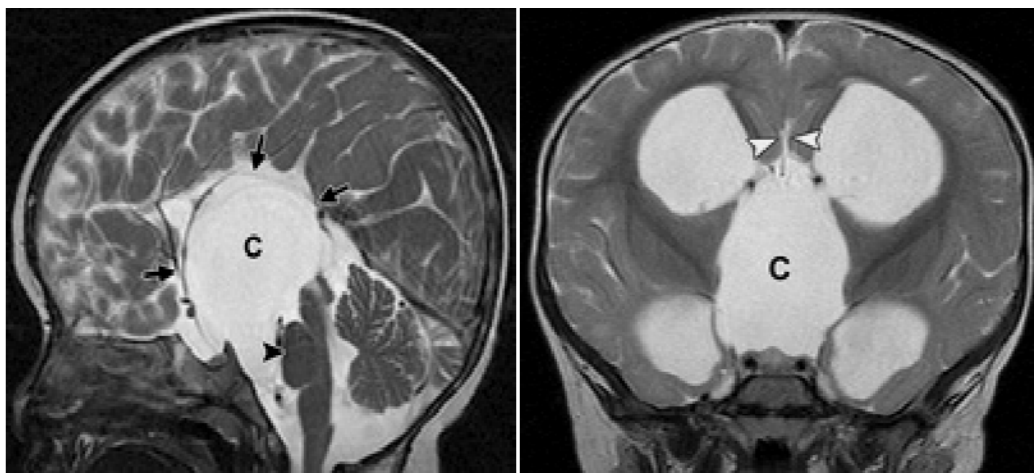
Coupe IRM sagittale (gauche) et coronale (droite) en T2 montrant un kyste arachnoïdien supra-sellaire avec effet de masse et déplacement du 3ème ventricule vers le haut.
